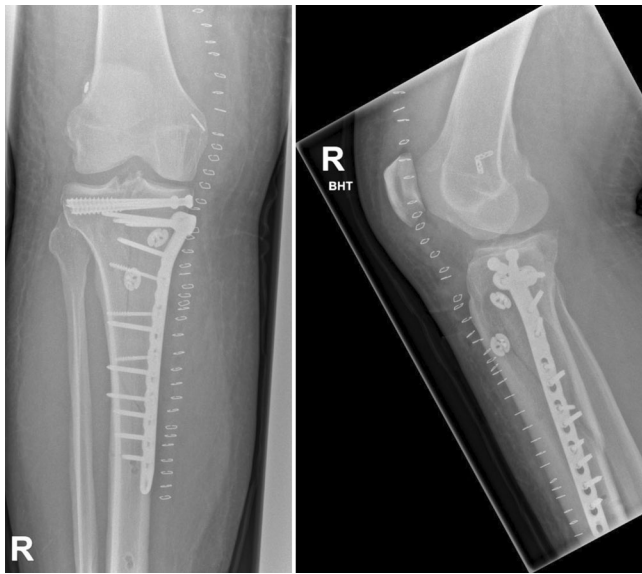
◀ Post-OP-Röntgen nach Plattenosteosynthese und ligamentärer Stabilisierung
